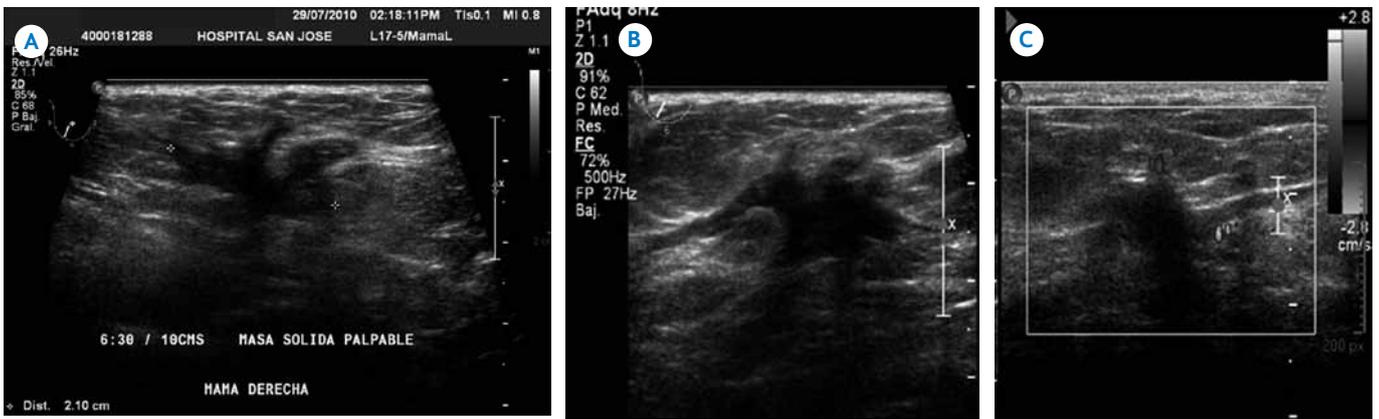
A) Ultrasonido: masa sólida de bordes espiculados, mide 2 cm y tiene sombra acústica. B) También muestra extensión ductal. C) A la aplicación de Doppler color muestra algunos vasos periféricos.
